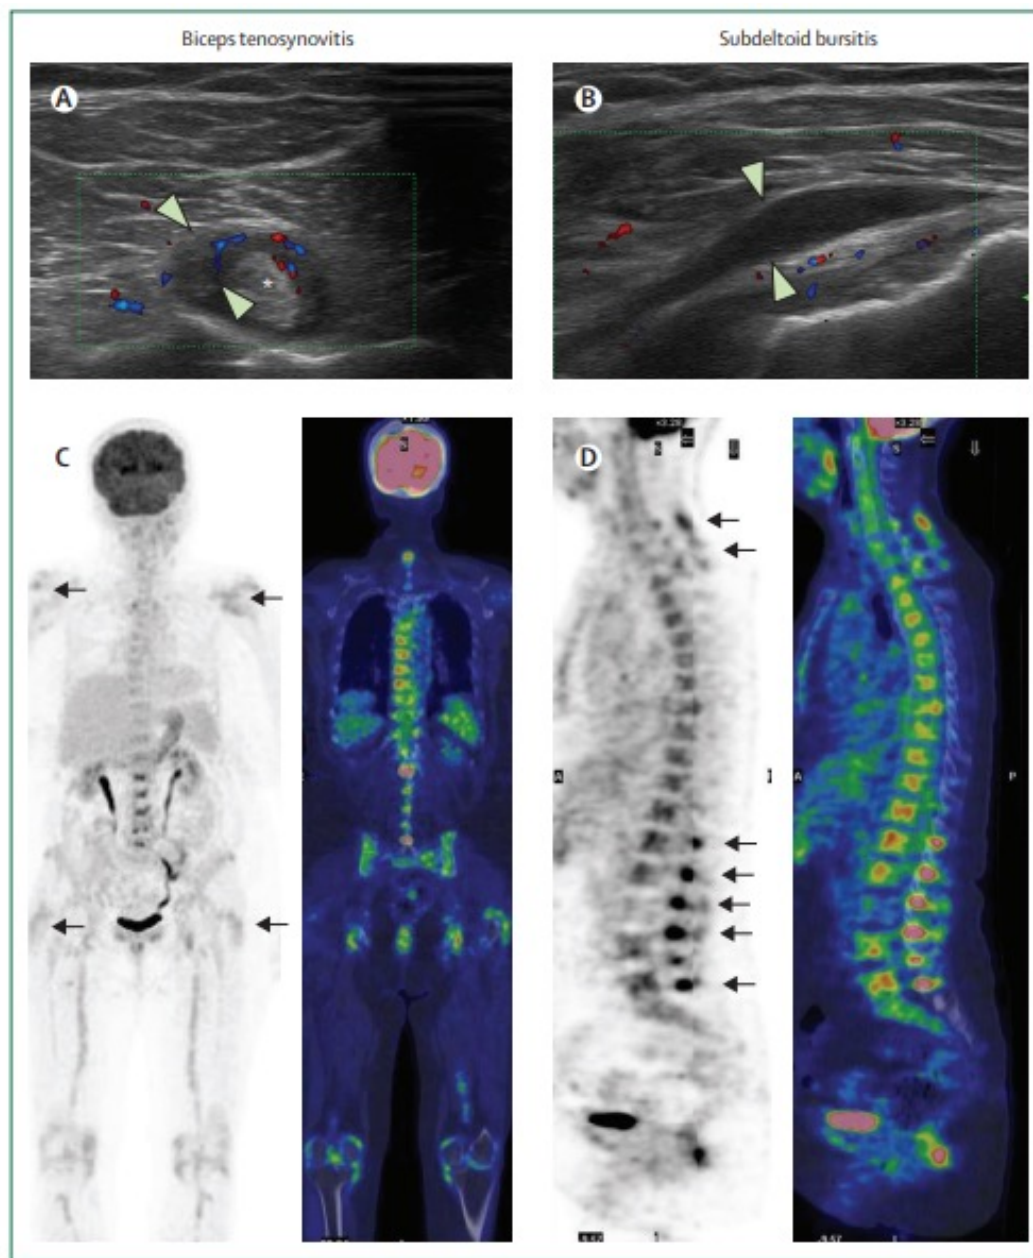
Characteristic ultrasound and PET-scan imaging findings in people with polymyalgia rheumatica
